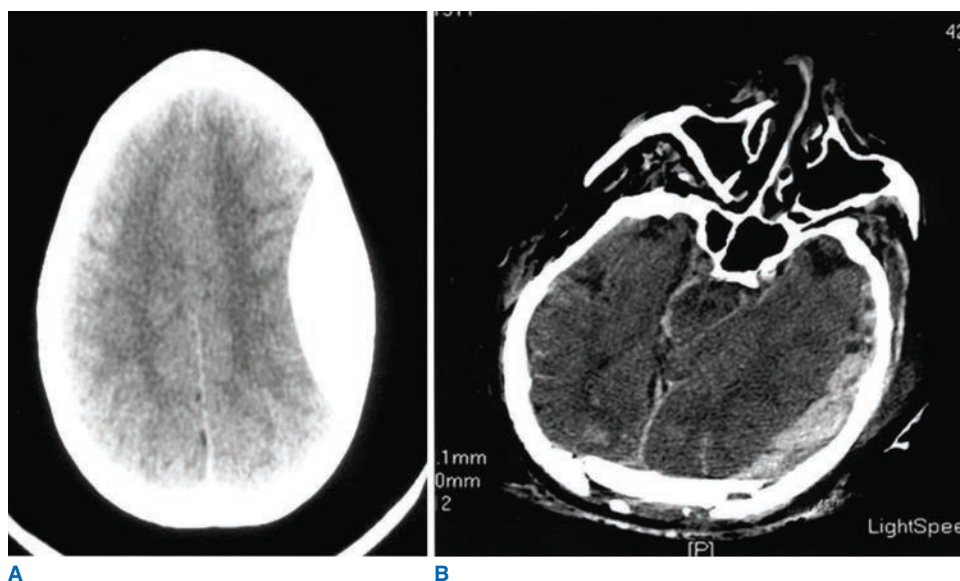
Los hematomas epidurales (A) tienen una forma convexa característica en la tomografía computarizada, mientras que los hematomas subdurales (B) poseen una forma cóncava sobre la superficie cerebral.
